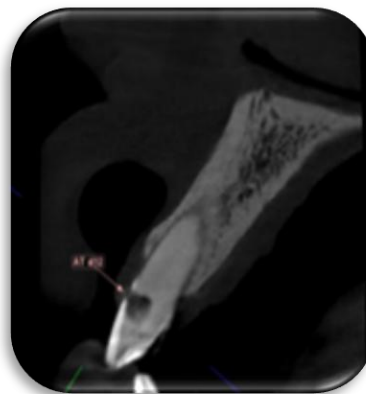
Tomografia computadorizada dente 12. Fonte: os Autores.
